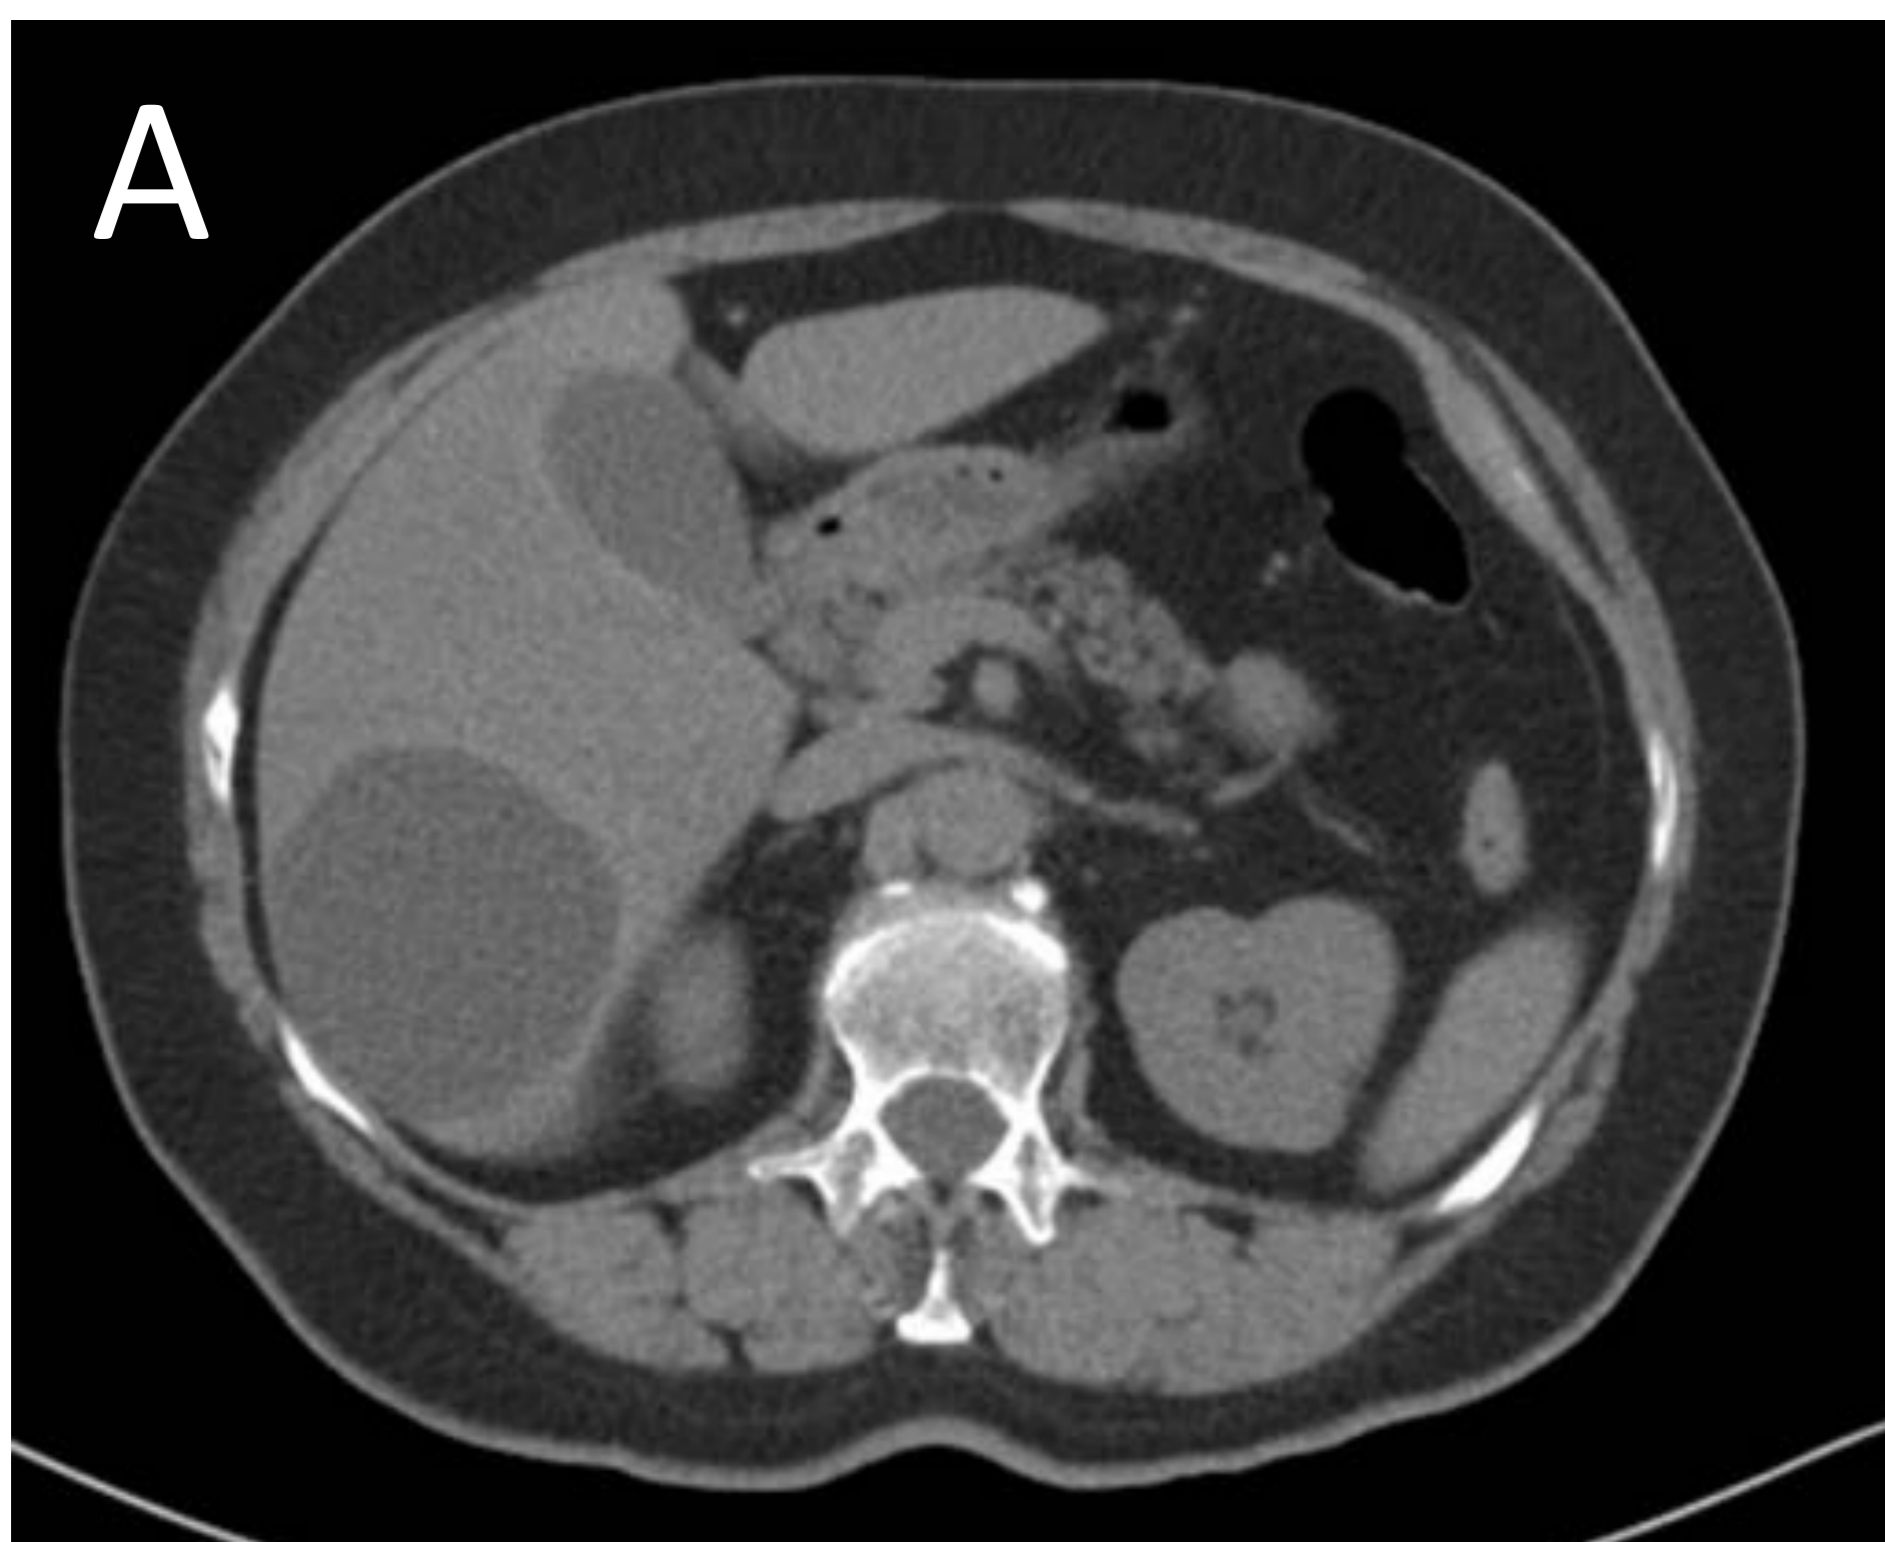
Cistoadenoma biliar. TC sin CIV (imagen A): lesión hipodensa hepática de 10 cm, con bordes bien definidos. RM secuencia T2 FAT SAT (imágenes B y C): lesión hiperintensa de 10 cm con tabiques internos y crecimiento papilar.
